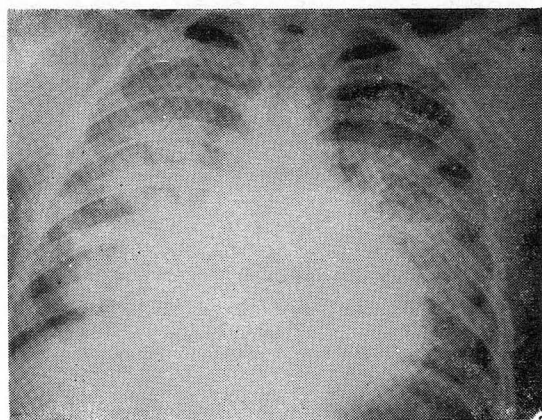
Case 5 (42 year old male): The radiograph, showing severe pulmonary edema. The lungs became clear two days later.
